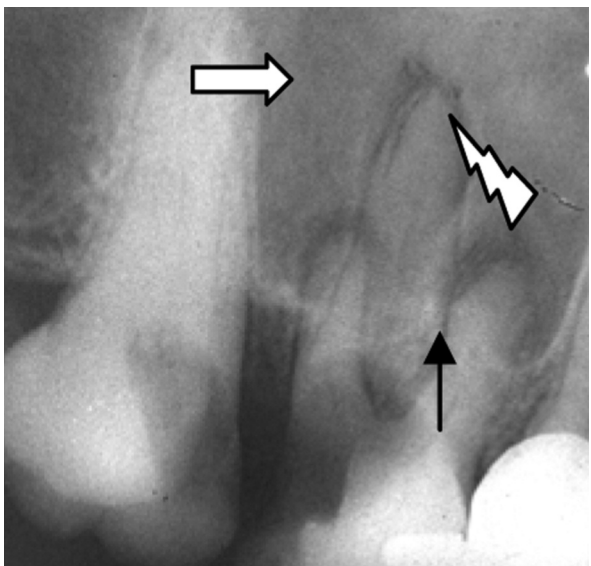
Внутрішньоротова рентгенограма 16. Вторинний глибокий карієс коронки. Хронічний абсцедований (нагноєний) періодонтит. Біля піднебінного кореня розширення періодонтальної щілини, зруйнована компактна пластинка і губчаста речовина альвеолярного паростка. Ділянка деструкції неправильної форми, з нечіткими межами (*звивиста стрілка*), ступінь прозорості ділянки деструкції великий. Остеопороз губчастої речовини альвеолярного паростка навколо верхівки піднебінного кореня (*біла стрілка*). Аналогічні зміни і навколо верхівки дистального та медіального коренів, але межі ділянки деструкції чіткі, рівні. Гіперцементоз медіального кореня (*стрілка*), збільшення ступеня прозорості вершків коренів
